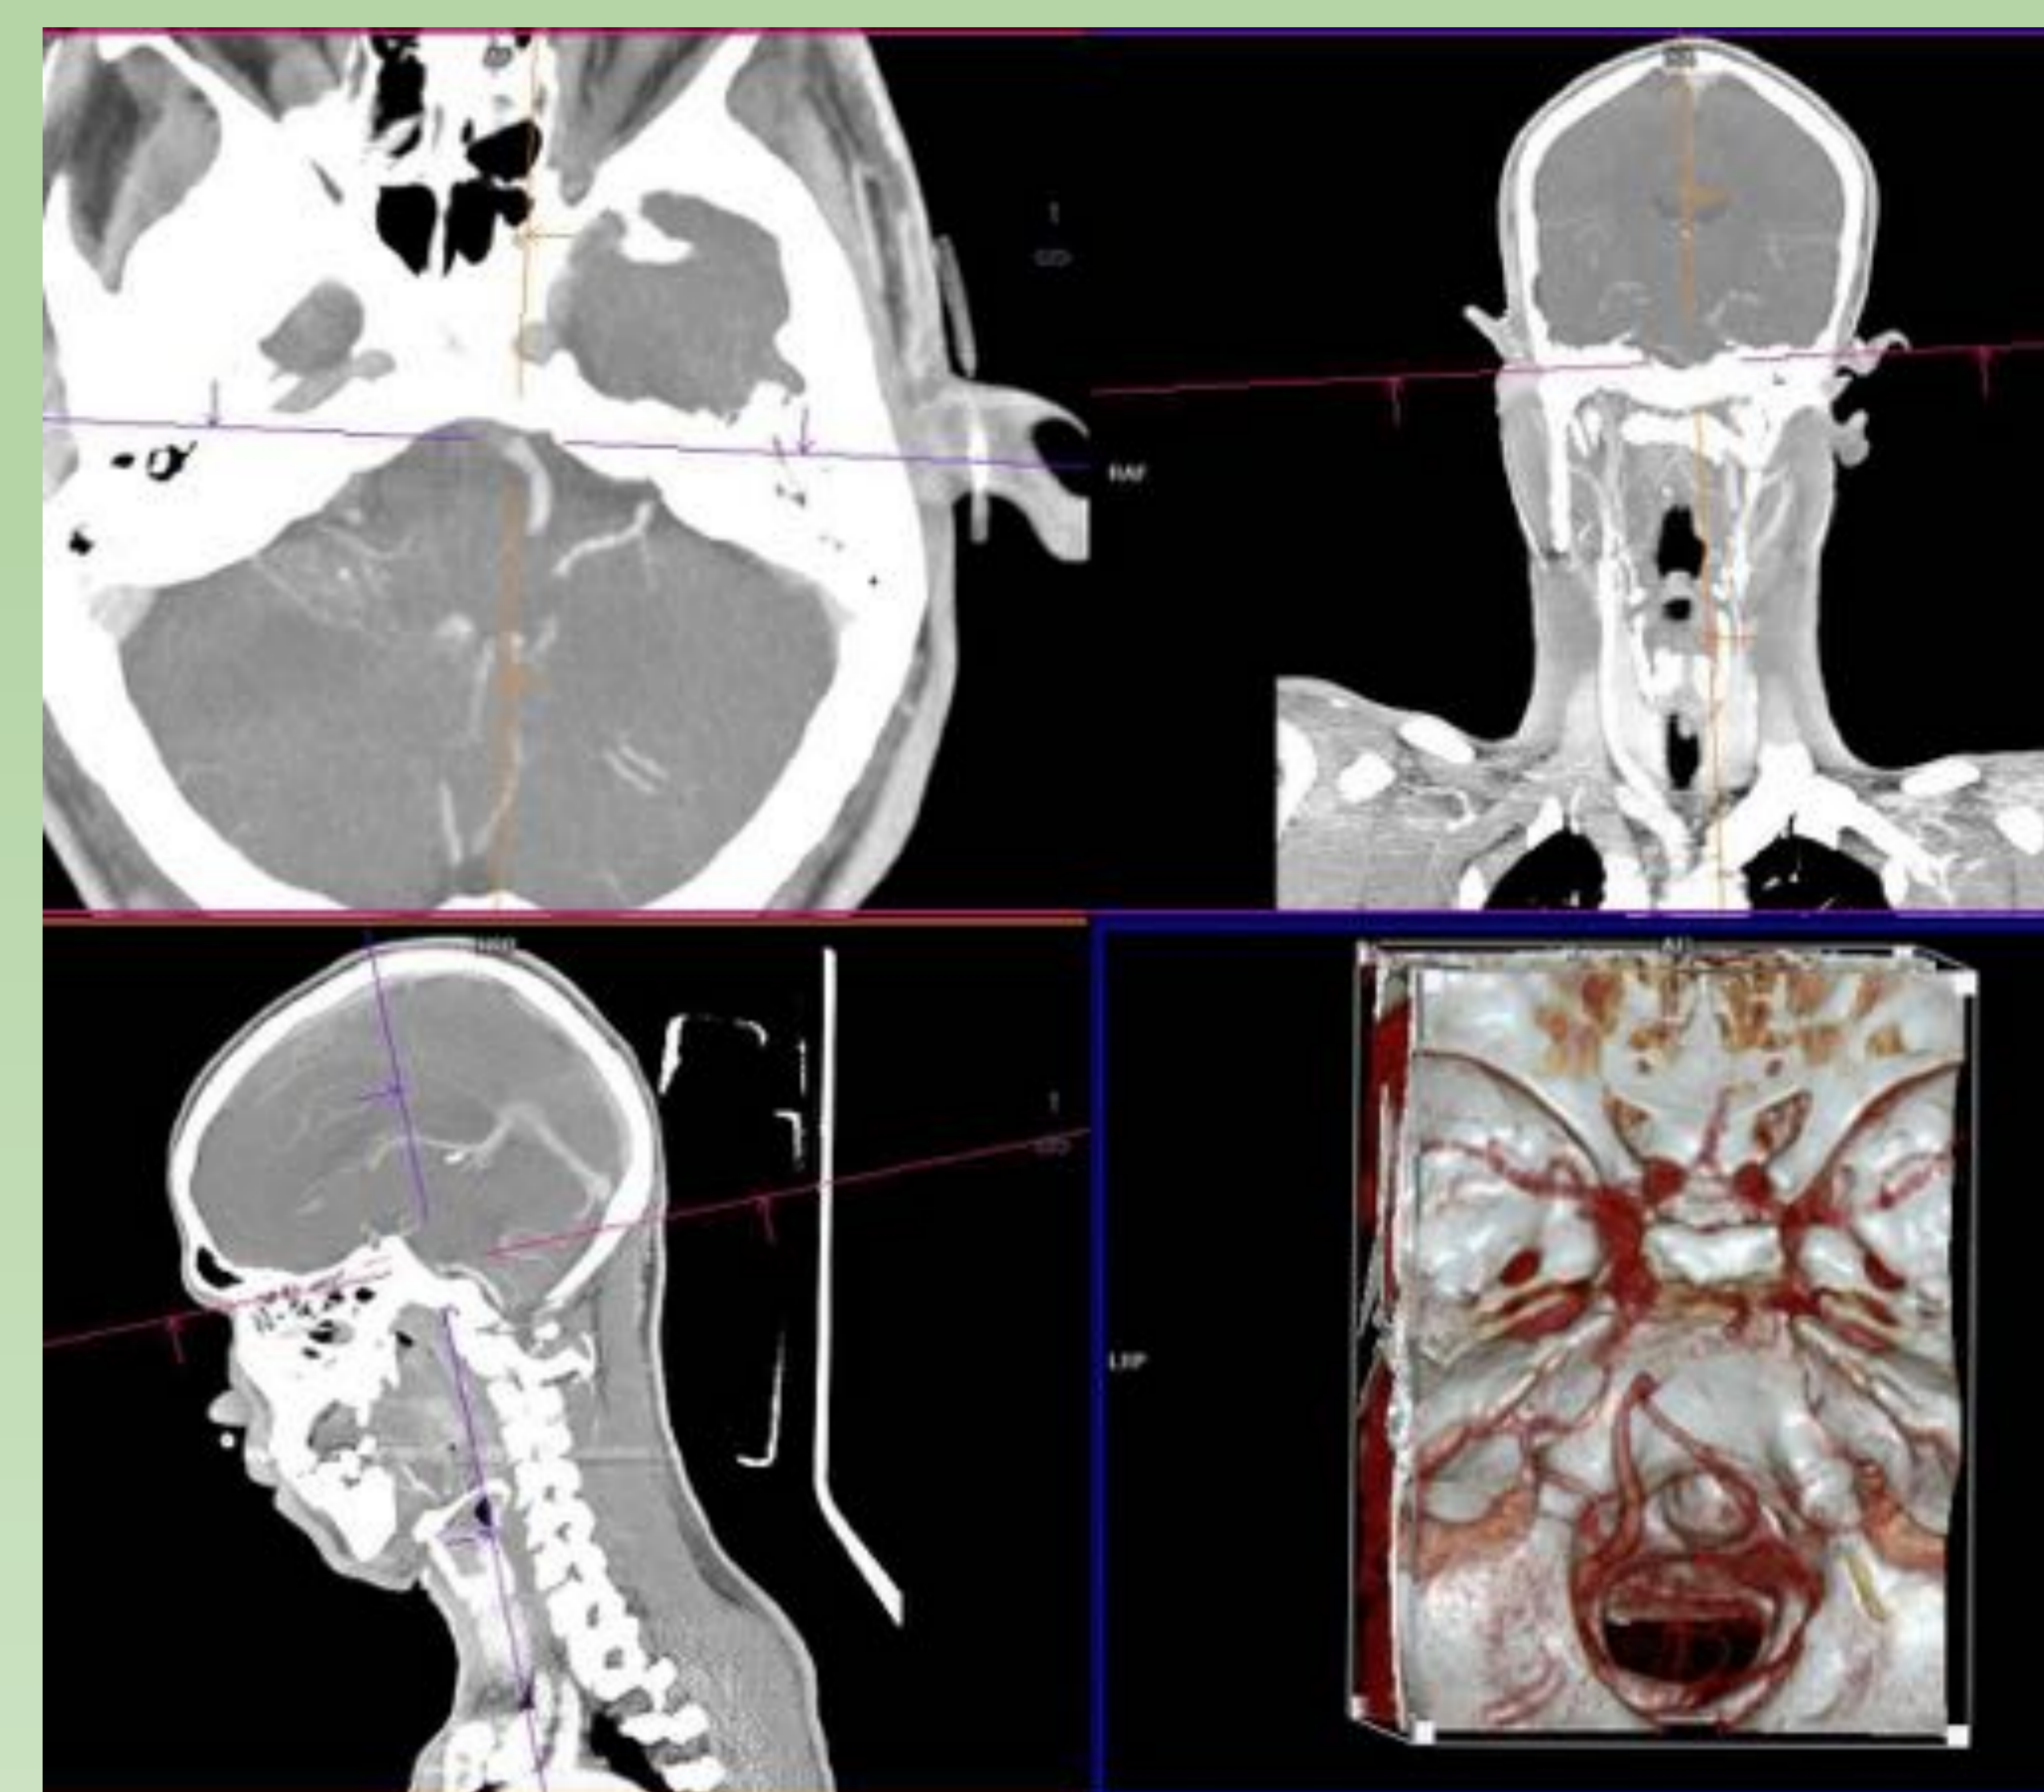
Angio-TC de cráneo : defecto de repleción en la porción más caudal de la basilar con repermeabilización distal, compatible con trombosis.
